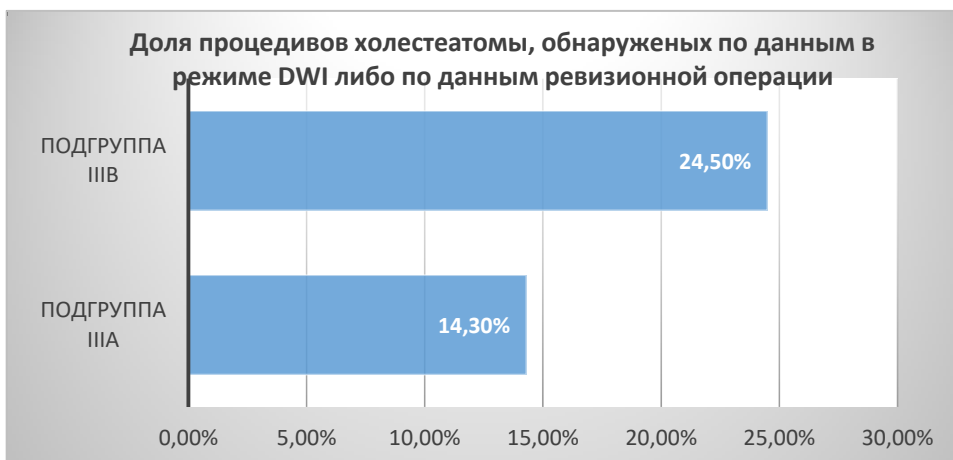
Доля процедуривов холестеатомы, обнаруженных по данным в режиме DWI либо по данным ревизионной операции у детей двух подгрупп.
